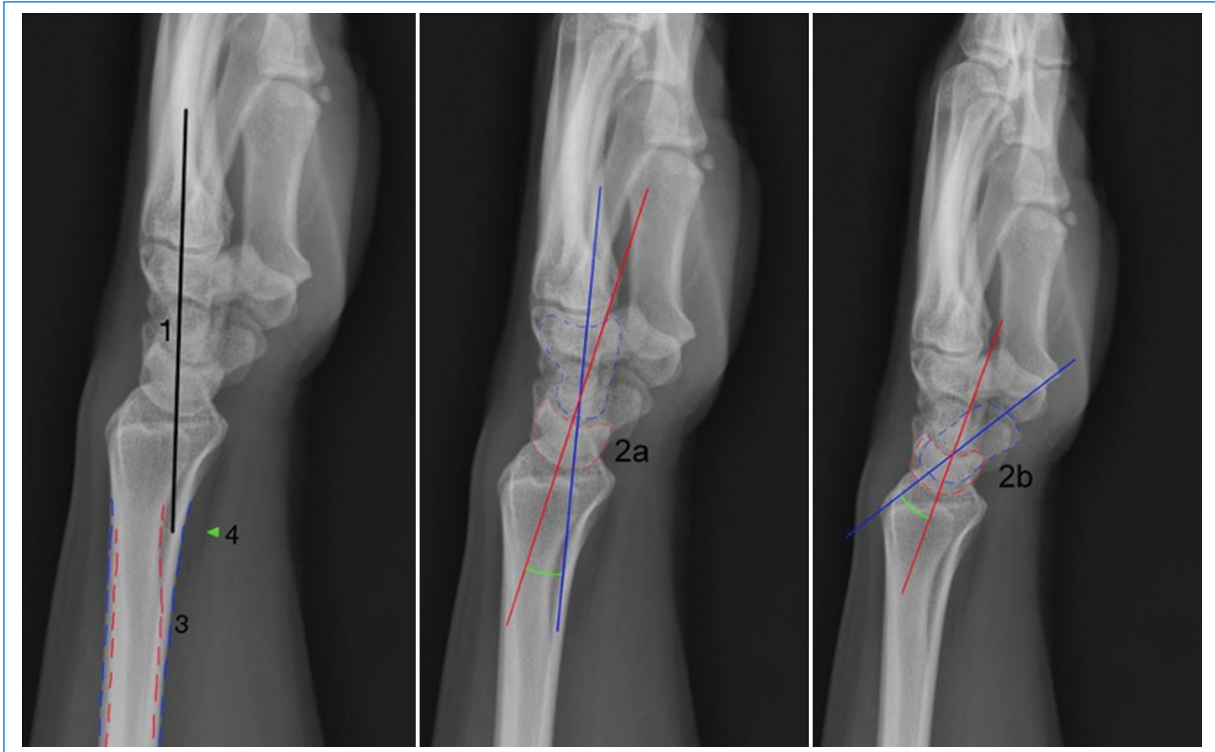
Evaluación sistemática de la radiografía lateral de muñeca. 1: alineación del radio, el semilunar, el grande y el tercer metacarpiano. 2a: ángulos grande-semilunar AGS (normal de 0-30°); 2b: escafo-semilunar AES (normal de 30-60°); subluxación rotatoria del escafoides (AGS < 30°, AES > 60°), inestabilidad del segmento intercalado dorsal o DISI (AGS > 30°, AES > 60°), inestabilidad del segmento intercalado volar o VISI (AGS > 30°, AES < 30°). 3: contorno del radio paralelo al contorno del cúbito. 4: cojinete graso del pronador cuadrado.
